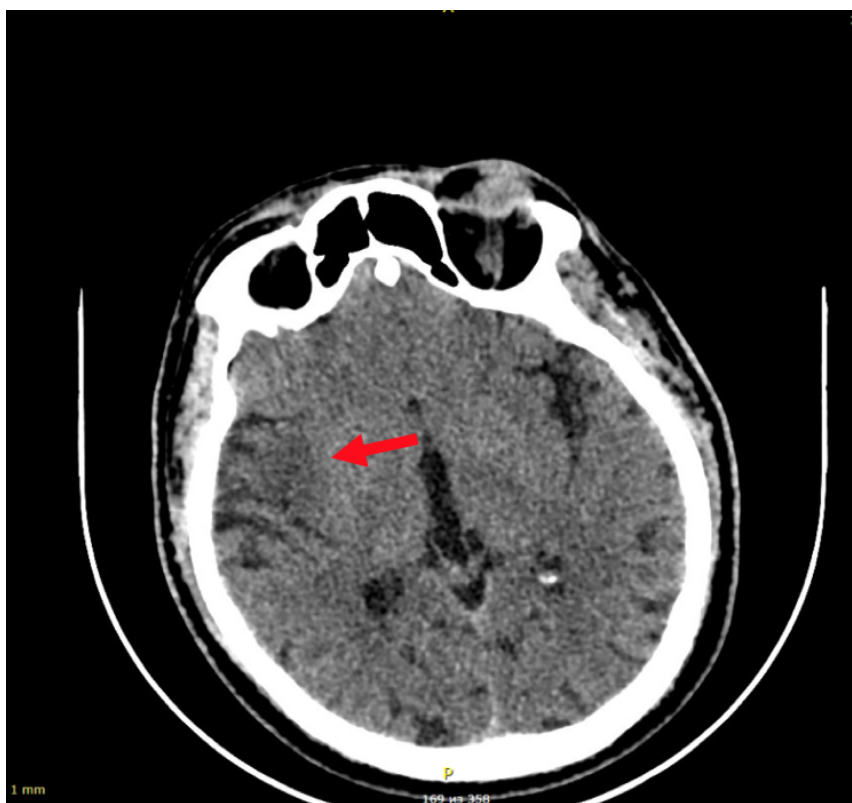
Компьютерная томография
